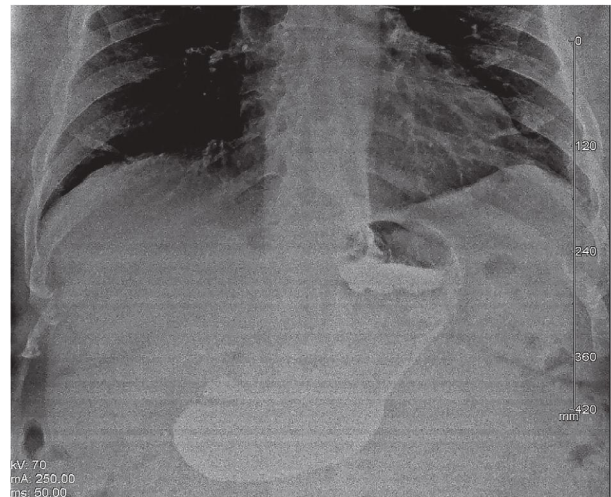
Контрастна рентгенографія шлунку у фронтальній площині.
